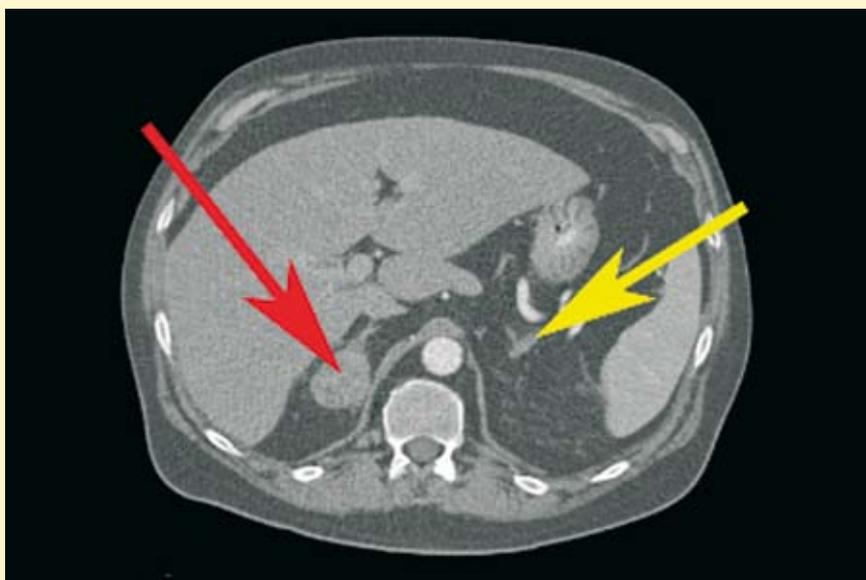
Computertomographie der Nebennieren. Rechte Nebenniere (roter Pfeil) durch Tumor vergrößert, linke Nebenniere (gelber Pfeil) ist normal. Beide Nebennieren liegen zentral im Körper.
